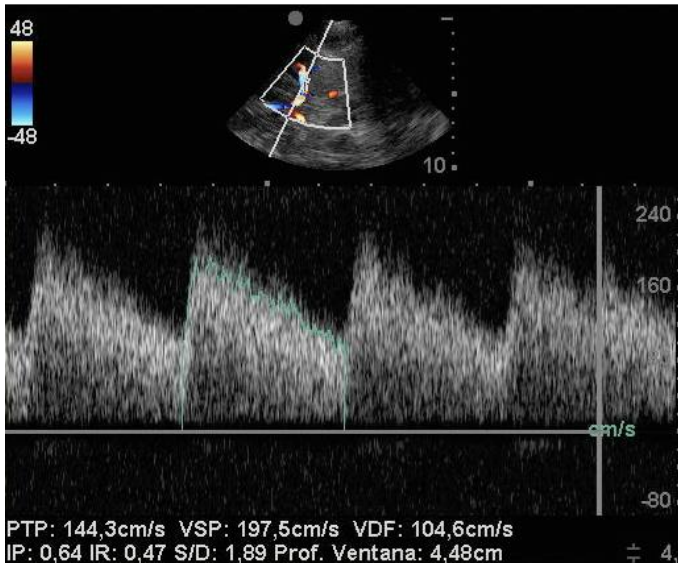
Sonograma y parámetros de alta velocidad en un paciente con hiperemia cerebral.
